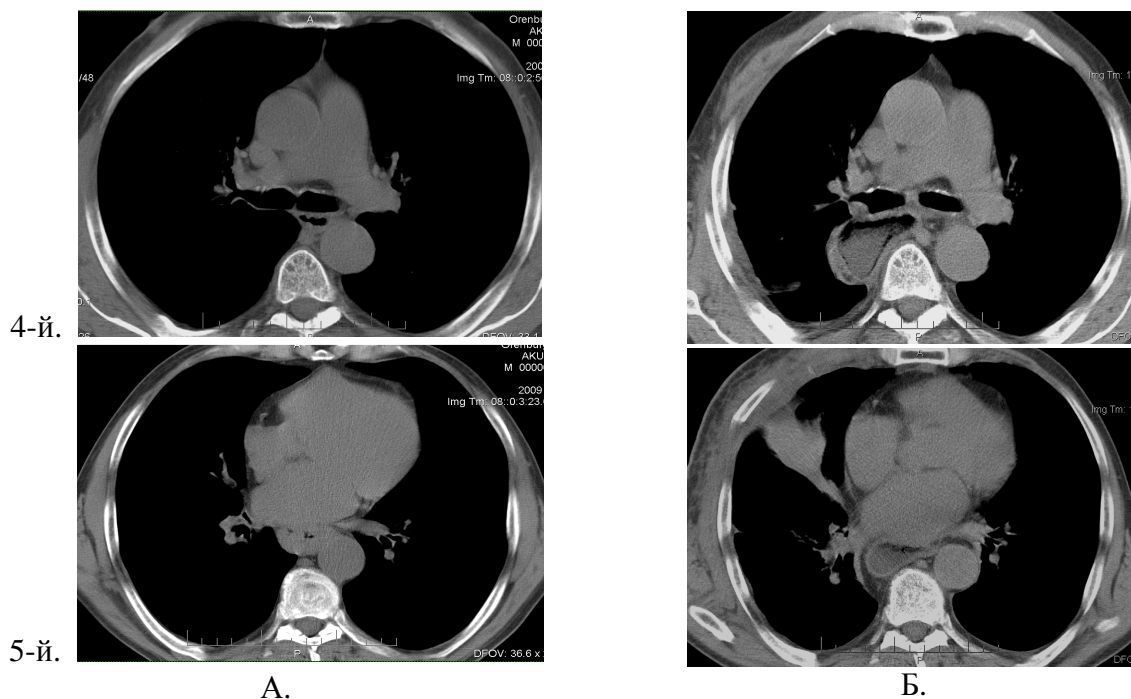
КТ-граммы средостения на типовых уровнях у пациента с опухолевым поражением нижней трети грудного отдела пищевода до операции (столбец А) и через 14 суток после операции (столбец Б)
